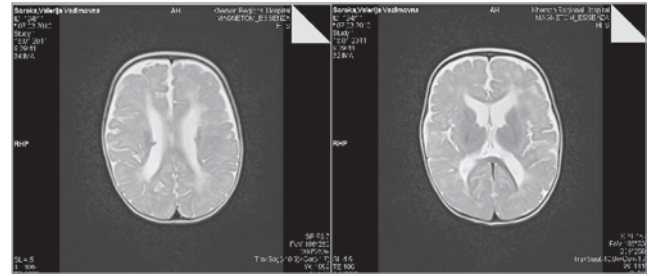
МРТ головного мозку у дитини з туберозним склерозом у віці 9 місяців (субкортикальні туберси, субепіндимальні вузли)
